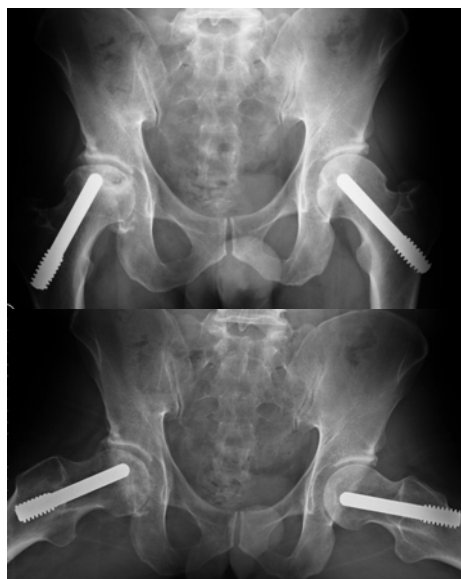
RX y RMN caso 1.
